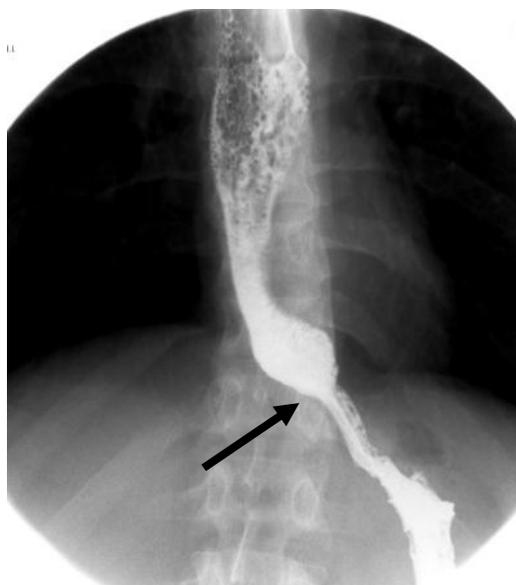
Рентгенограмма. Через 3 мес. после ЭБПКД. Диаметр пищеводно-желудочного перехода 11 мм (указан стрелкой).
